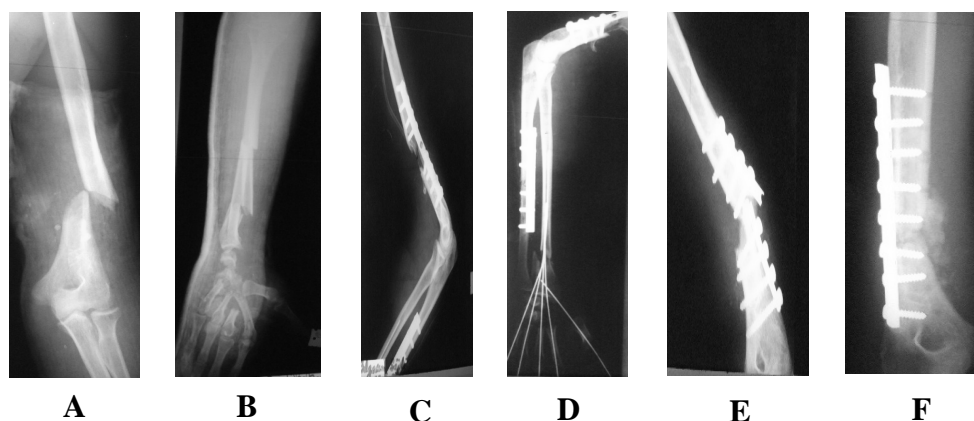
Radiographies du bras et de l'avant bras d'un homme de 25 ans, qui a présenté suite à un accident de la voie publique, une fracture de la diaphyse humérale (A), une fracture ouverte de la diaphyse des 2 os de l'avant bras et une fracture ouverte du poignet gauche du même côté (B). Des plaques vissées de l'humérus et de l'ulna (C) ont été mises en place ainsi qu'un embrochage métacarpo-radial (D). L'évolution a été marquée par la cassure de la plaque humérale et pseudarthrose de l'humérus (E) traitée par décortication, greffe et nouvelle plaque vissée (F). Le délai de consolidation a été de 4 mois.
